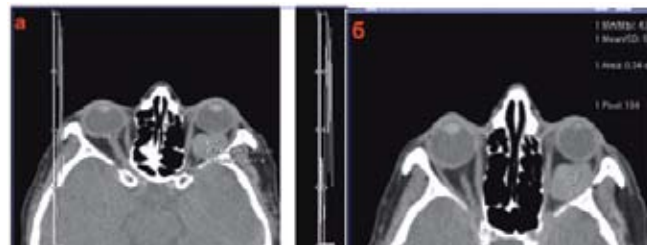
КТ орбит пациента (аксиальная проекция) с большой кавернозной гемангиомой левой орбиты: а — профиль плотности новообразования, б — ее плотность
